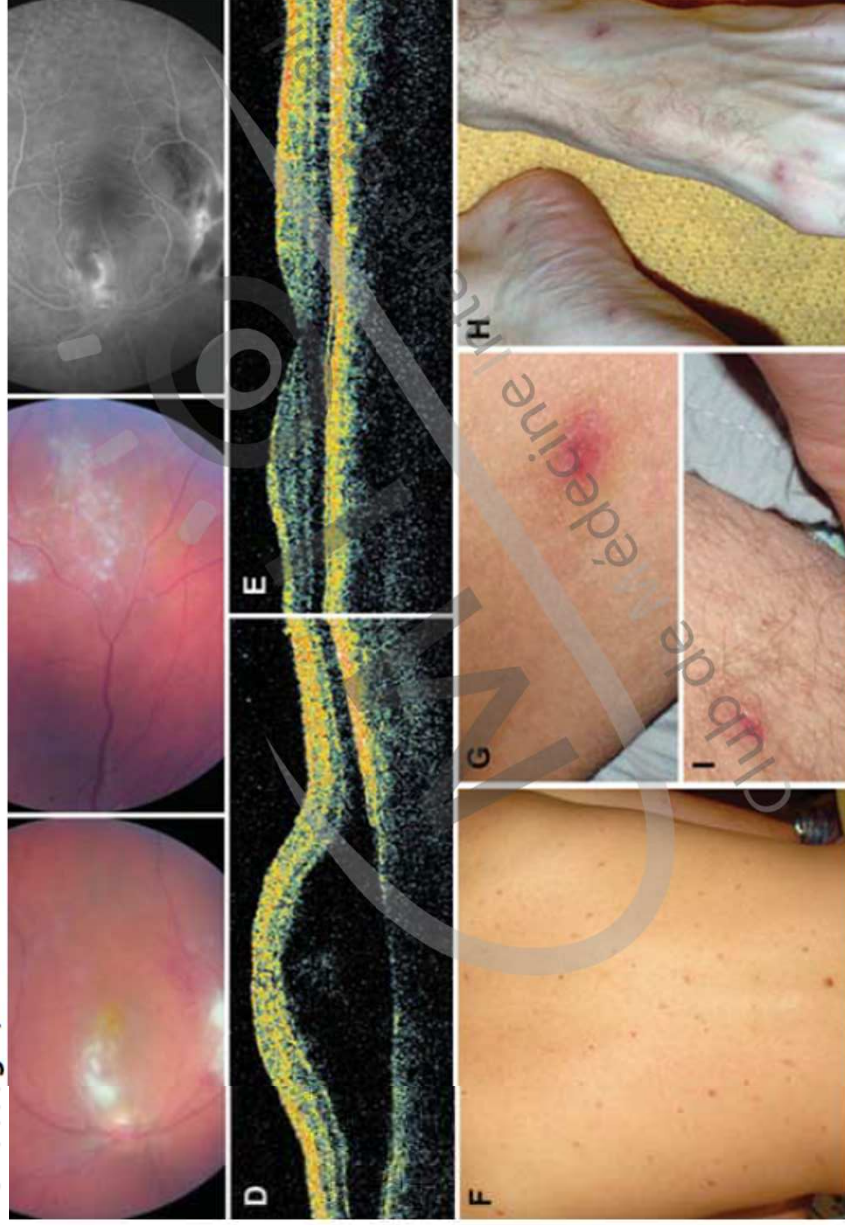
Chorioretinitis with macular involvement in patient 1 with *Rickettsia massillae* infection. Fundus examination shows numerous intraretinal haemorrhages around three white medium-sized lesions including one located near the macula. An important macular oedema was observed in the left eye (Panel A), and a mild inflammation with a white medium-sized retinal lesion was present in the right eye (Panel B). Panel C shows a fluorescein angiography with retinal vascular leakage around hypofluorescent lesions in the right eye. Optical Coherence Tomography showed an important macular oedema on the left eye (panel D) compared to the right eye (panel E). Panel F shows a maculopapular rash still present three weeks after the onset of ophthalmic symptoms. Incontinence eschars were still visible on the trunk (Panel G and H) and on the feet (Panel I).
